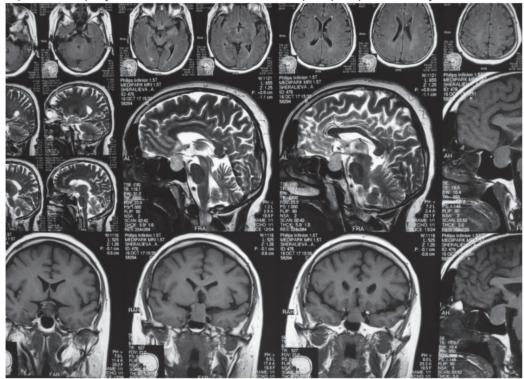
МРТ пациентки с аденомой гипофиза с эндо-, супра- и параселлярным ростом
